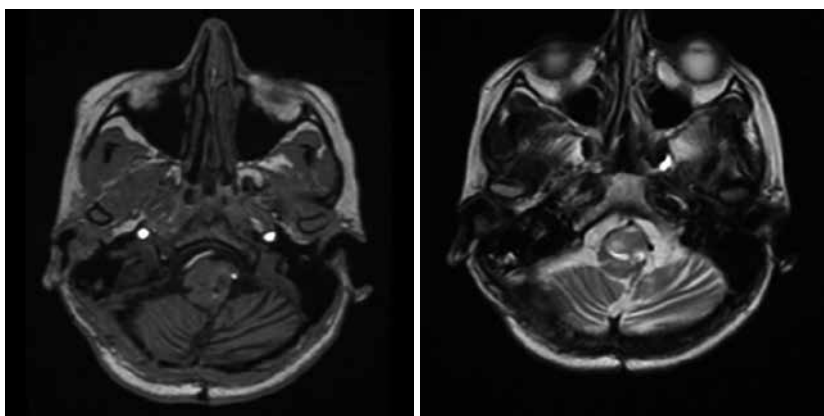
МРТ головного мозку (28.07.2020)
